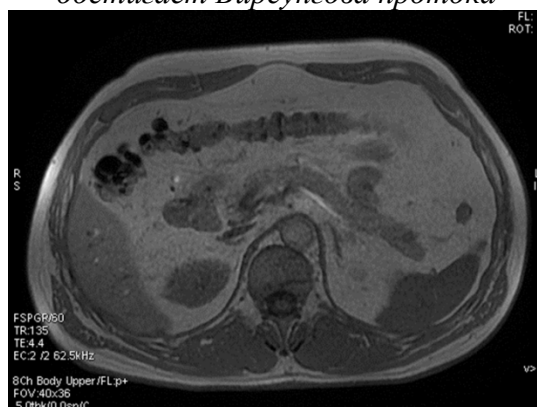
Последовательно следующий аксиальный срез при МРТ-поджелудочной железы. В проекции хвоста сохраняется гипоинтенсивный очаг, в задних отделах достигающий умеренно компримирующий проток поджелудочной железы
